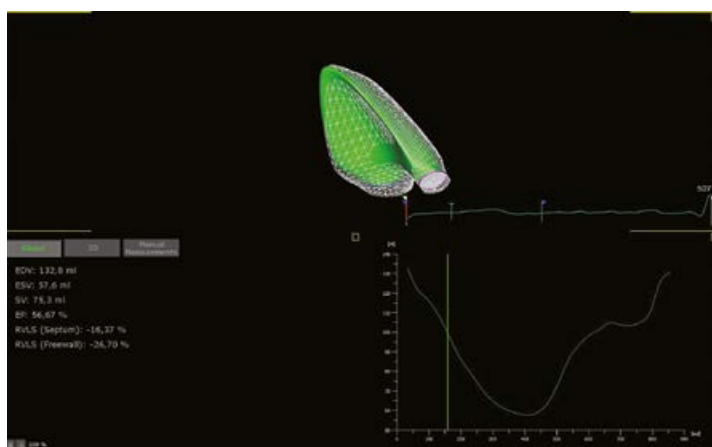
Программы для расчета фракции выброса правого желудочка в режиме трехмерной эхокардиографии.
